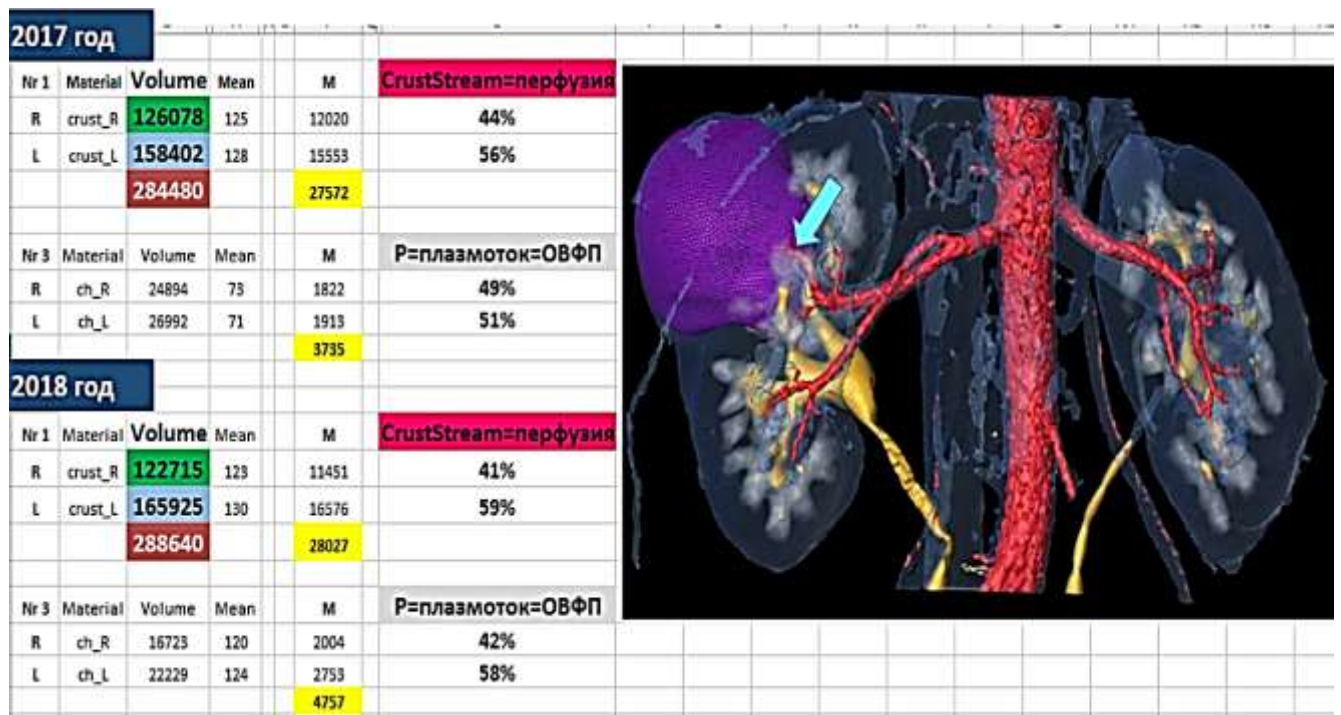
Динамика изменения объема функционирующей паренхимы, а также перфузии и плазмотока до и после операции (стрелкой указан сосуд, который был клипирован в ходе энуклеорезекции опухоли).
